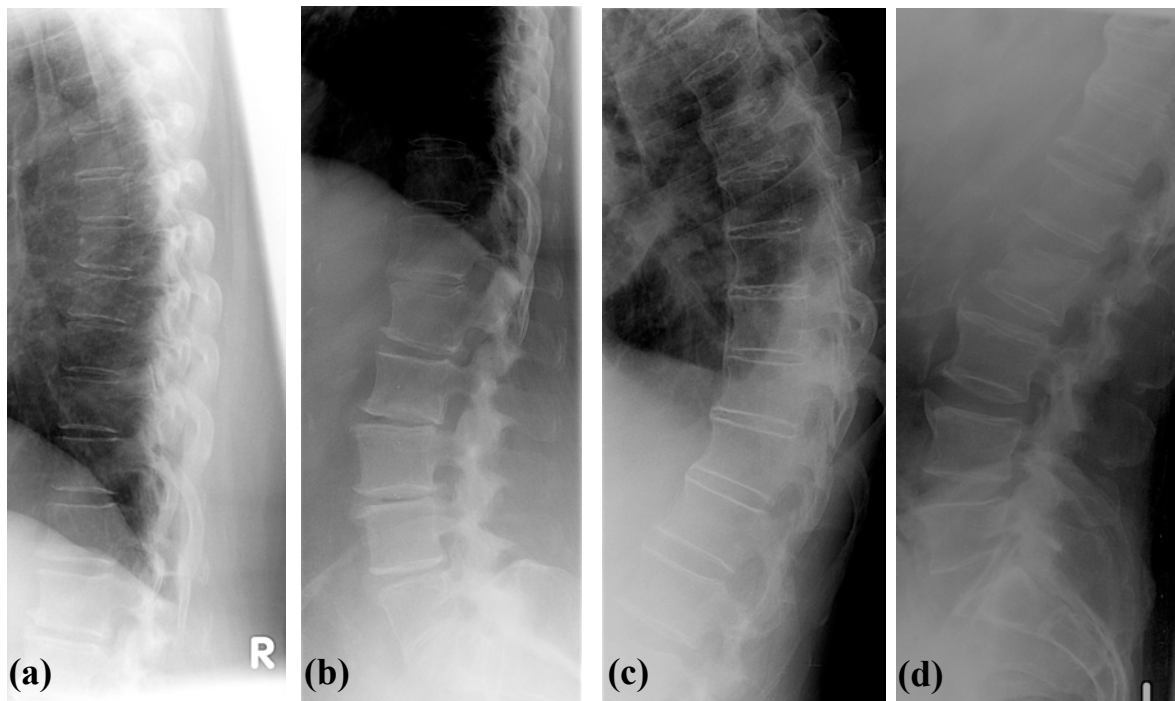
Röntgenbild der BWS und LWS eines Studienpatienten mit unauffälliger BMD und ohne Höhenminderungen (a, b), sowie eines Studienpatienten mit erniedrigter BMD und einer ventralen Höhenminderung des L 2 (c, d).
